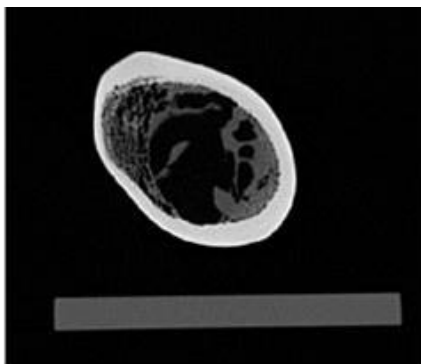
Imagem de TC do fémur de vaca.
